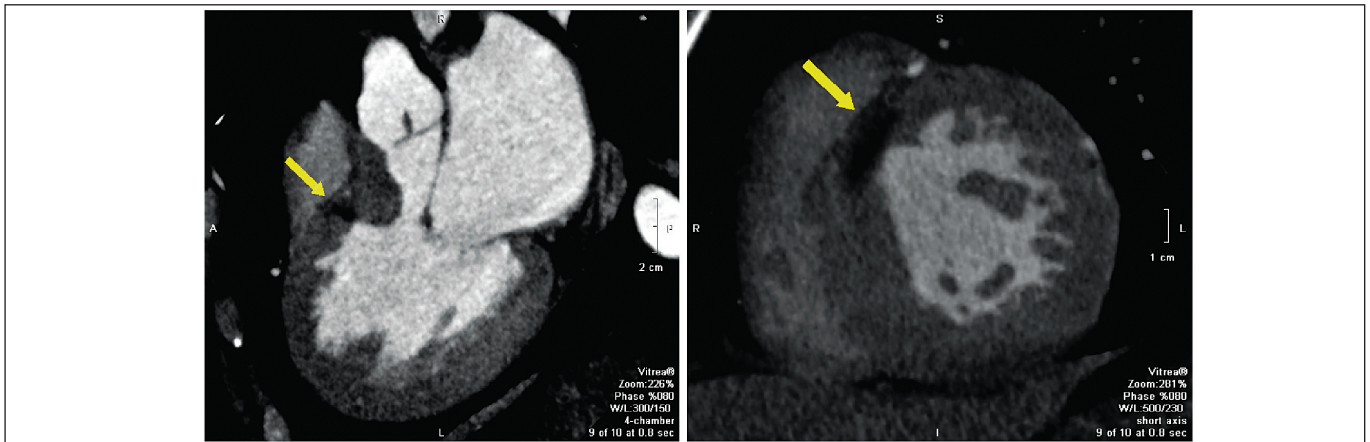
КТ-зображення у чотирикамерній позиції по довгій осі (ліворуч) і двокамерній позиції по короткій осі (праворуч)
